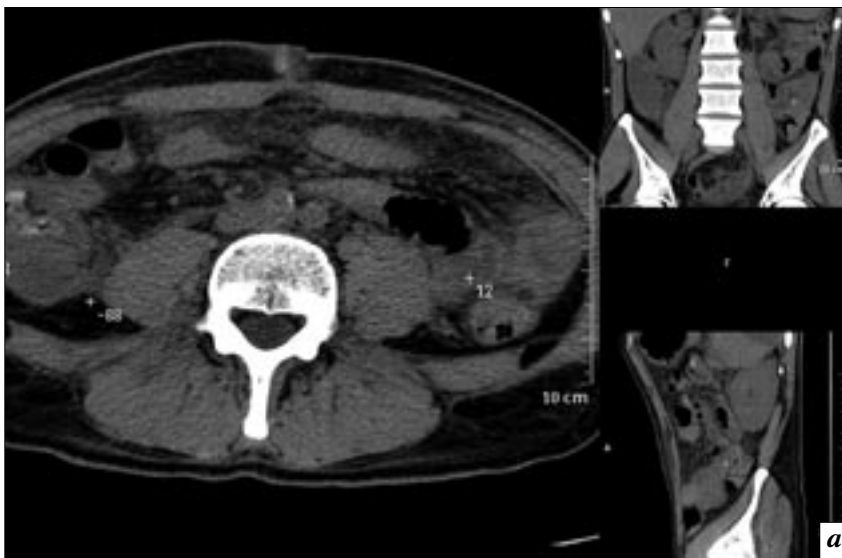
На компьютерных томограммах брюшной полости и забрюшинного пространства того же пациента в аксиальной проекции (а) и при мультипланарной реконструкции (б, в) отмечаются осумкованные скопления жидкости (плотность которой от + 2 до + 12 НУ) в правом и левом поддиафрагмальном пространствах, под печенью, в правом латеральном канале, между петлями тонкой кишки (стрелки).
